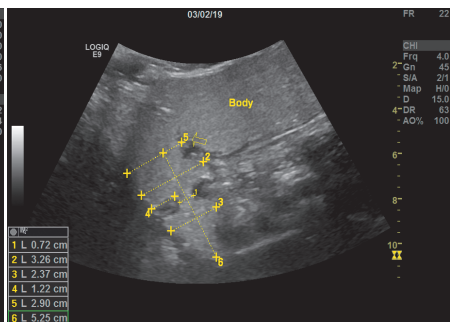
对照组胃窦部收缩波超声测量图像(Body:胃体;箭头:胃角)
